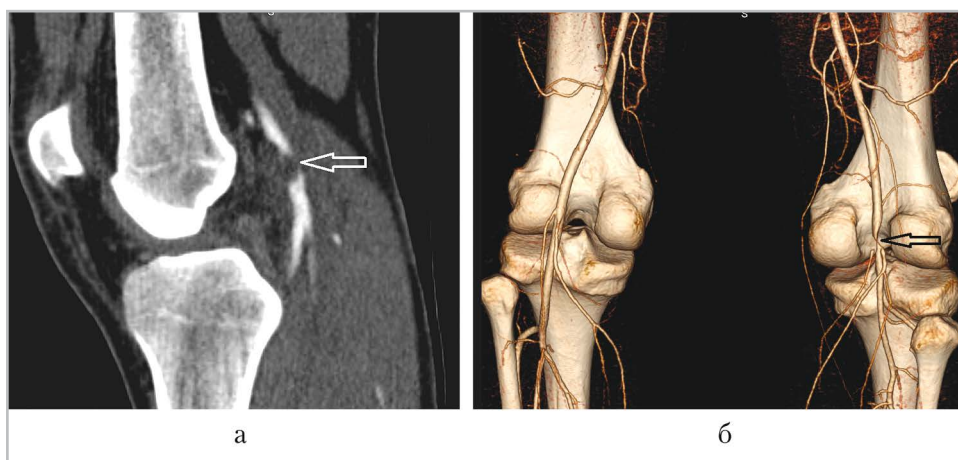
КТ-ангиограмма нижних конечностей в сагиттальной плоскости (а) и 3D-реконструкция во фронтальной плоскости (б): субокклюзия просвета правой подколенной артерии проксимальнее щели коленного сустава (стрелки)
